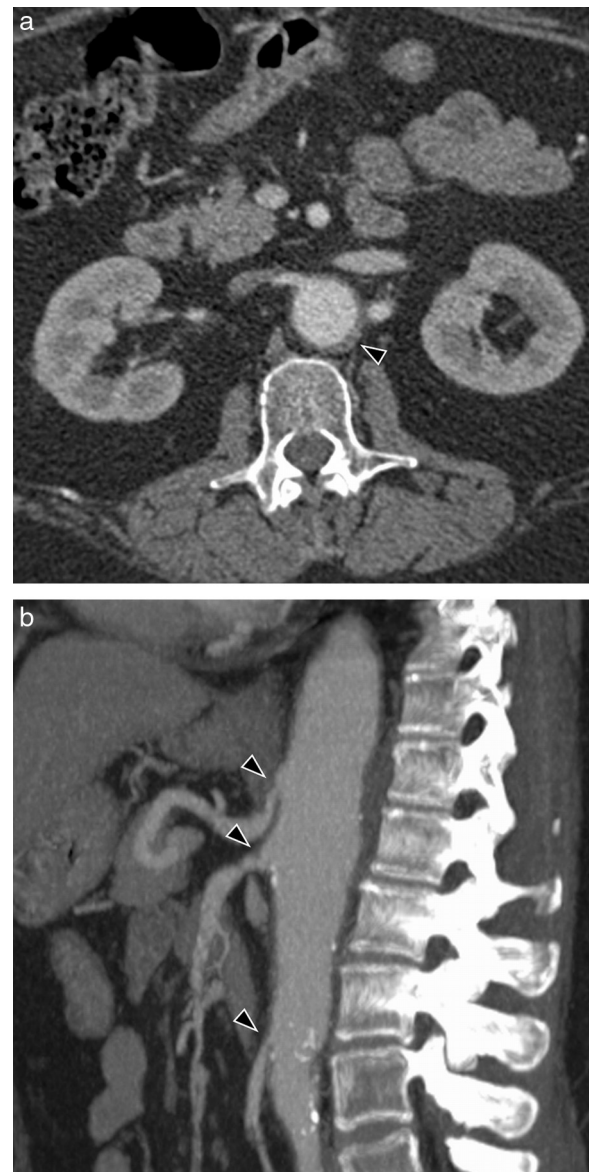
Síndrome de Cogan en un varón de 45 años con epiescleritis y sordera neurosensorial. a) Imagen axial de TC con contraste que muestra engrosamiento mural de la aorta abdominal (cabeza de flecha). b) Reconstrucción MIP sagital. Se observa estenosis de la salida del tronco celiaco y arterias mesentéricas superior e inferior (cabezas de flecha).
